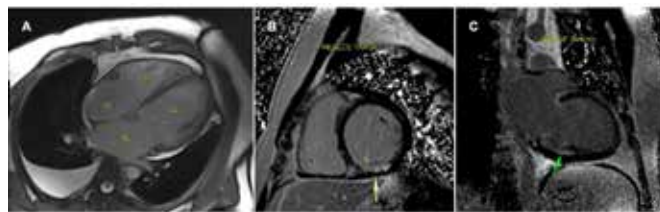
Ressonância magnética cardíaca 09/05/2022: (A) CINE SSFP em 4 câmaras - dilatação leve do átrio direito e moderada das câmaras esquerdas, ventrículo direito com dimensões aumentadas, evidenciando derrame pericárdico discreto e derrame pleural moderado a direita. (B) sequência de realce tardio eixo curto - realce tardio transmural, de padrão isquêmico, em segmento inferior basal do VE. (C) sequência de realce tardio, em duas câmaras de ventrículo esquerdo (2 ECH), padrão isquêmico, transmural, de segmento inferior basal do VE.
